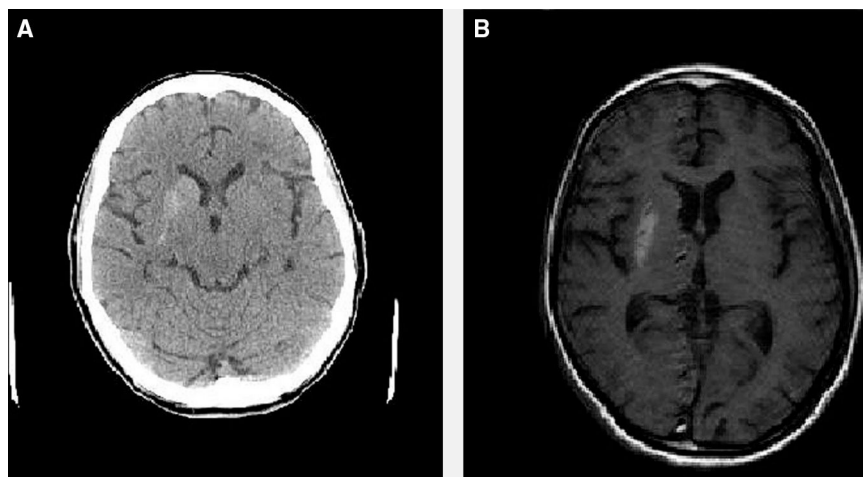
A) TC cerebral que muestra hiperdensidad a nivel ganglios basales derechos. B) RM cerebral en secuencia T1 que muestra una hiperintensidad de ganglios basales derechos.
